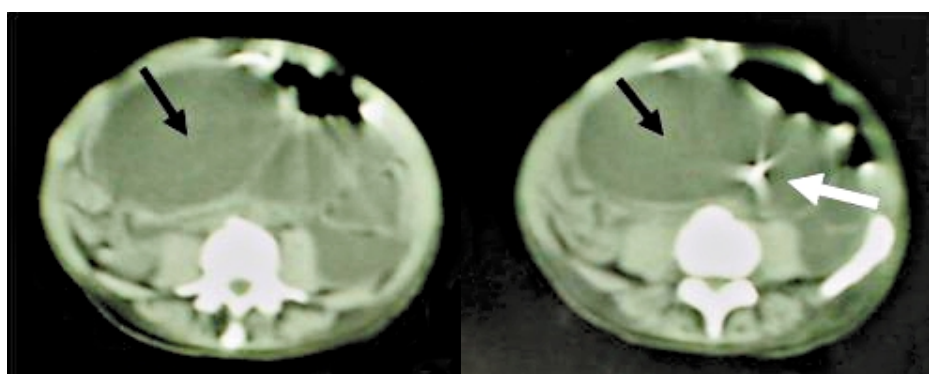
Tomografía computada de abdomen- Pseudoquiste intraabdominal (flechas negras), catéter distal de la derivación ventriculoperitoneal (flecha blanca)
